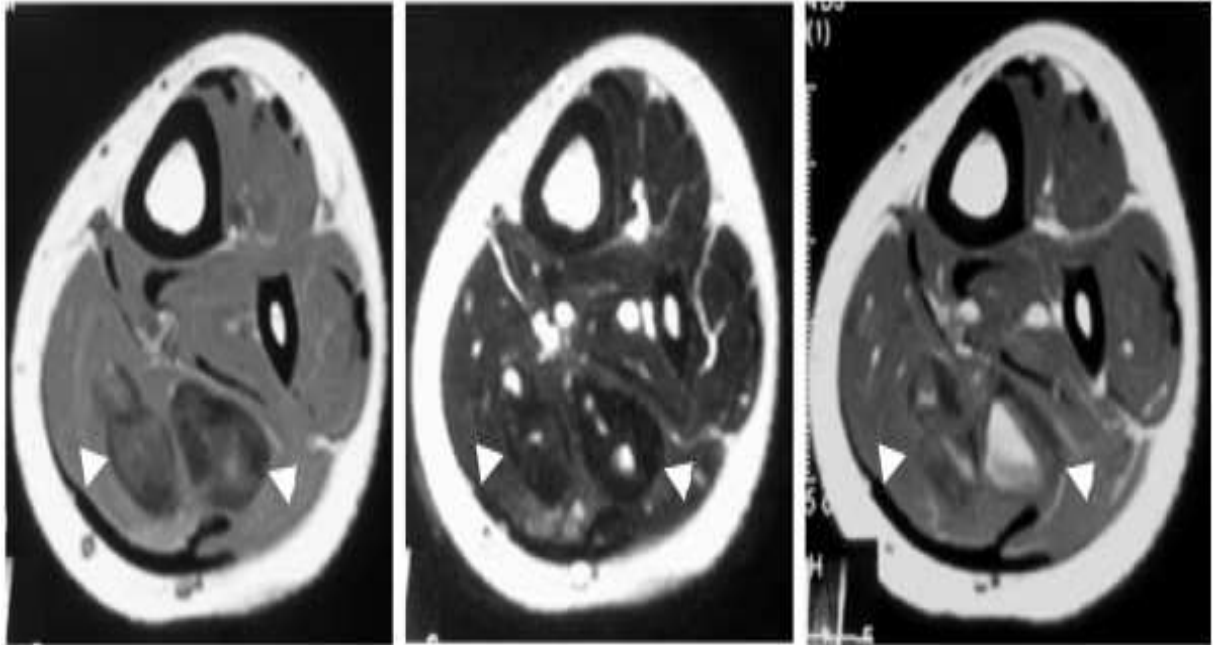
IRM montrant une PCF bilobée du muscle soléaire. [17]
